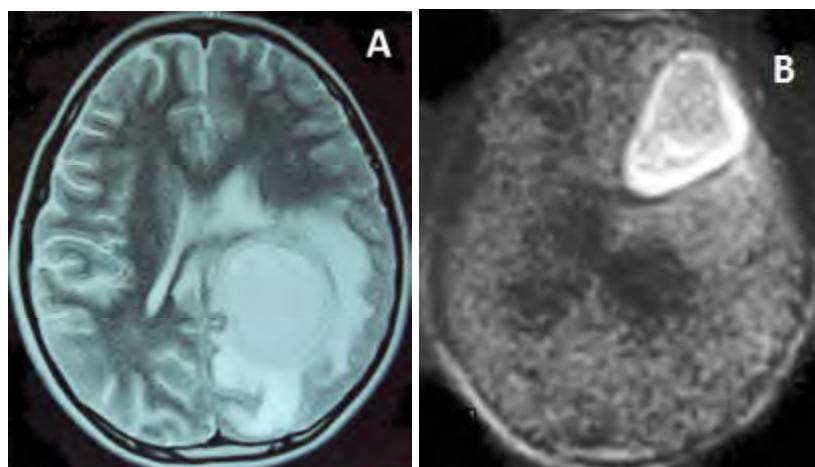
Hình ảnh áp xe não trên phim chụp cộng hưởng từ: Độ nhạy và độ đặc hiệu của cộng hưởng từ trong chẩn đoán áp xe não là 95%. Hình ảnh áp xe não trên phim chụp cộng hưởng từ khác nhau trên các chuỗi xung. Trên T1, vỏ áp xe thường dày, đồng hoặc tăng tín hiệu, ngầm thuốc đồi quang từ đều, mặt trong và mặt ngoài vỏ nhẵn, vùng trung tâm áp xe giảm tín hiệu, hoàn toàn không ngầm thuốc, vùng phù xung quanh giảm tín hiệu. Trên T2: vỏ áp xe giảm tín hiệu, chia vùng tổn thương thành hai vùng khác nhau là vùng ngoại vi (phù não) và vùng trung tâm (hoại tử), vùng ngoại vi và vùng xung quanh tăng tín hiệu. Trên cộng hưởng từ khuếch tán Diffusion-weighted imaging (DWI) cả khối áp xe tăng tín hiệu, khác với phần lớn khối u não giảm tín hiệu trên cộng hưởng từ khuếch tán. Một số ít u não tăng tín hiệu trên cộng hưởng từ khuếch tán như lymphoma.
